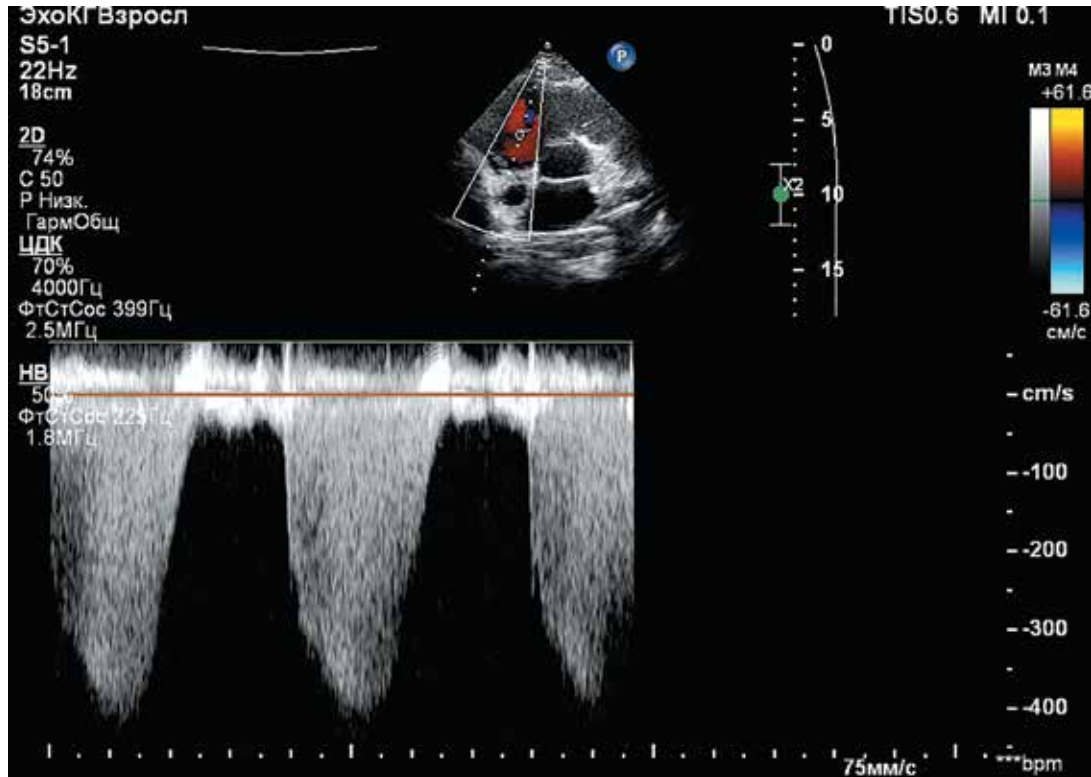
Трансторакальная эхокардиограмма: апикулярная позиция, регургитация на трикуспидальном клапане (режим CW), систолическое давление в легочной артерии 80 мм рт. ст
